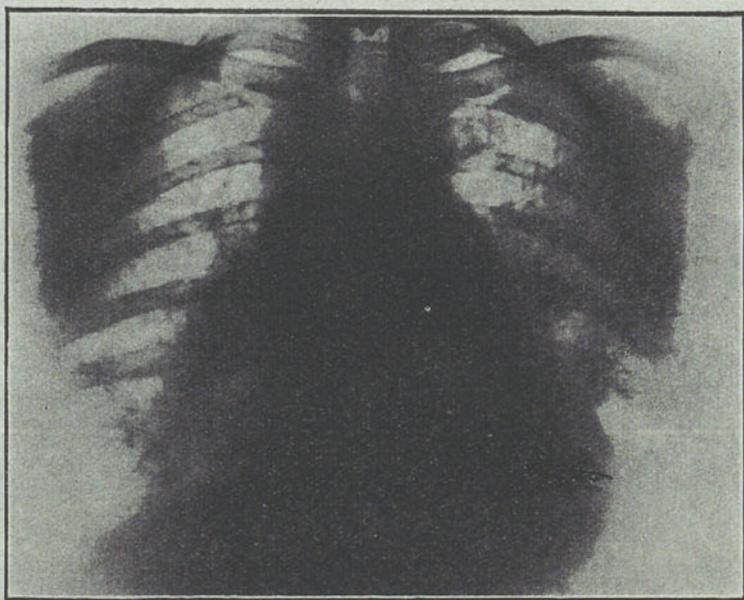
Radiografia de um caso de esclerose primitiva da artéria pulmonar, no qual nunca se produziu edema pulmonar agudo
